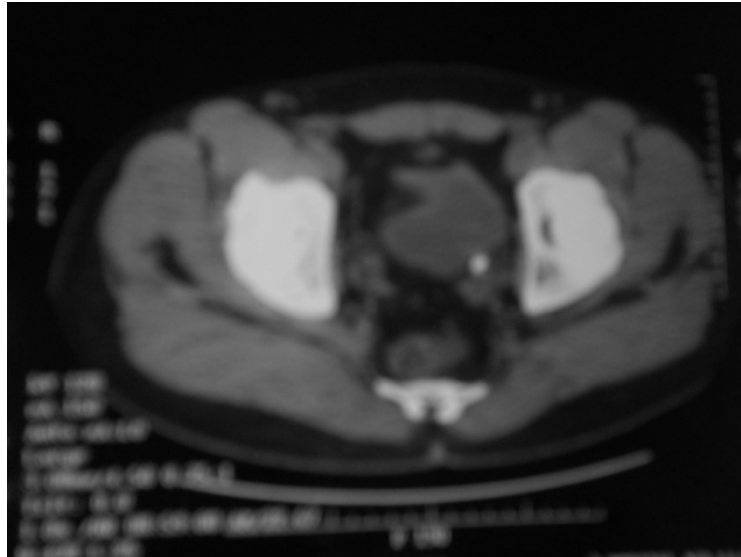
TDM montrant un calcul urétéral gauche
